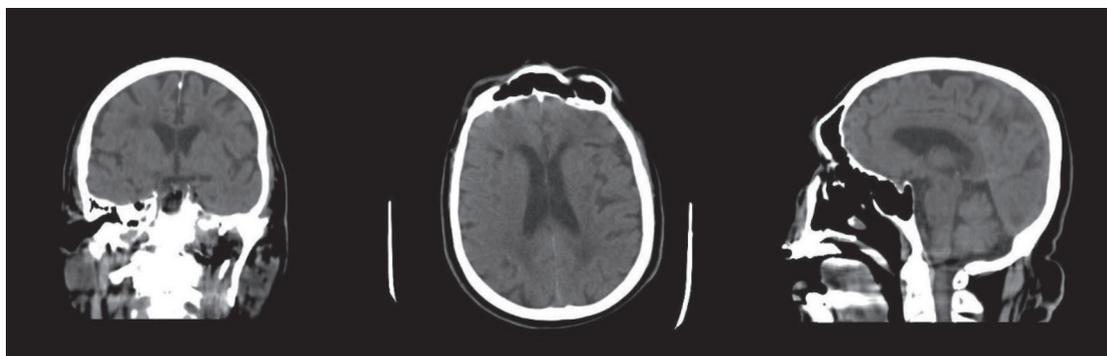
Tomografía de encéfalo sin contraste.
